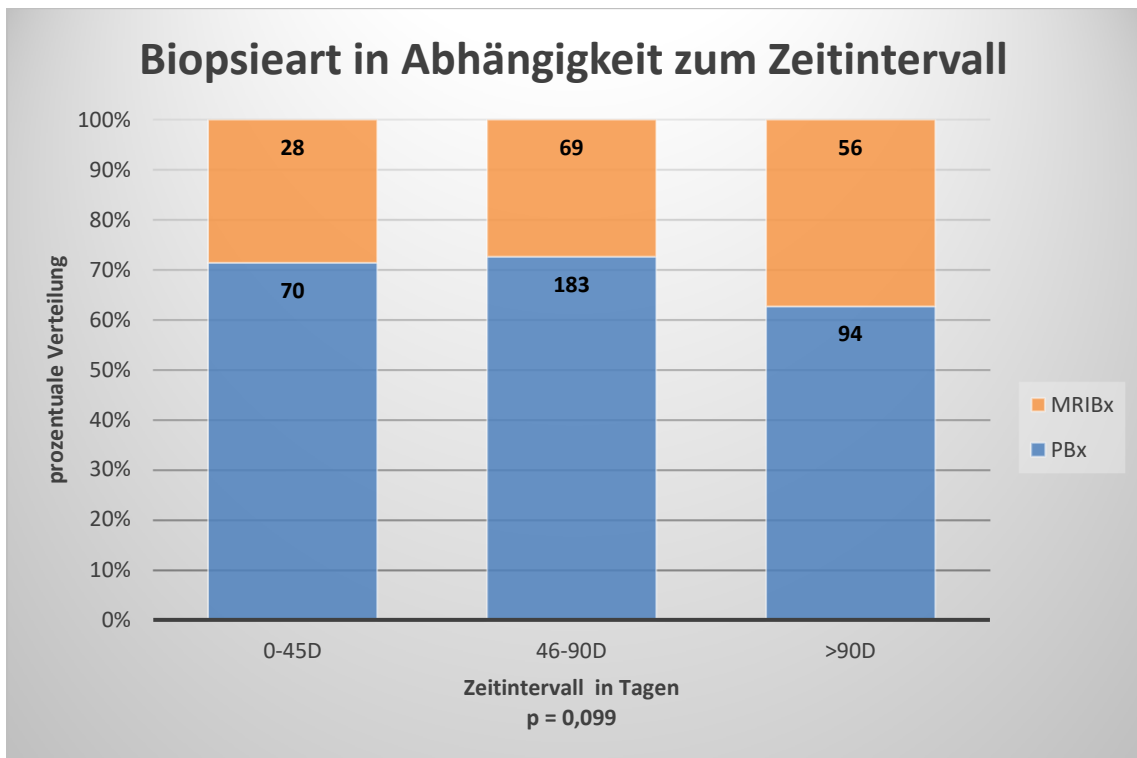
Biopsieart in Abhängigkeit zum Zeitintervall Darstellung der Biopsieart (MRI-Bx = MRT-Fusionsbiopsie vs. PBx = TRUS-Biopsie) in Abhängigkeit zum Zeitintervall in Tagen (D = Tage; 0 – 45 Tage vs. 46 – 90 Tage vs. > 90 Tage). Die X-Achse zeigt das jeweilige Zeitintervall und die Y-Achse die prozentuale Verteilung. Die Zahlen in den Balken stehen für die absolute Patientenzahl.
